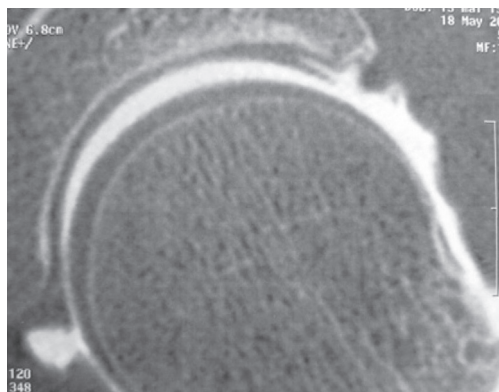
Arthro-TDM en traction mettant en évidence des claquements cartilagineux.
